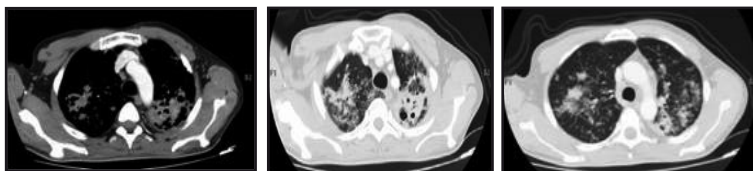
Tomografía computada de Tórax. Bronquiolitis de predominio lóbulos superiores con focos de condensación pulmonar y cavernas apicales izquierdas.
